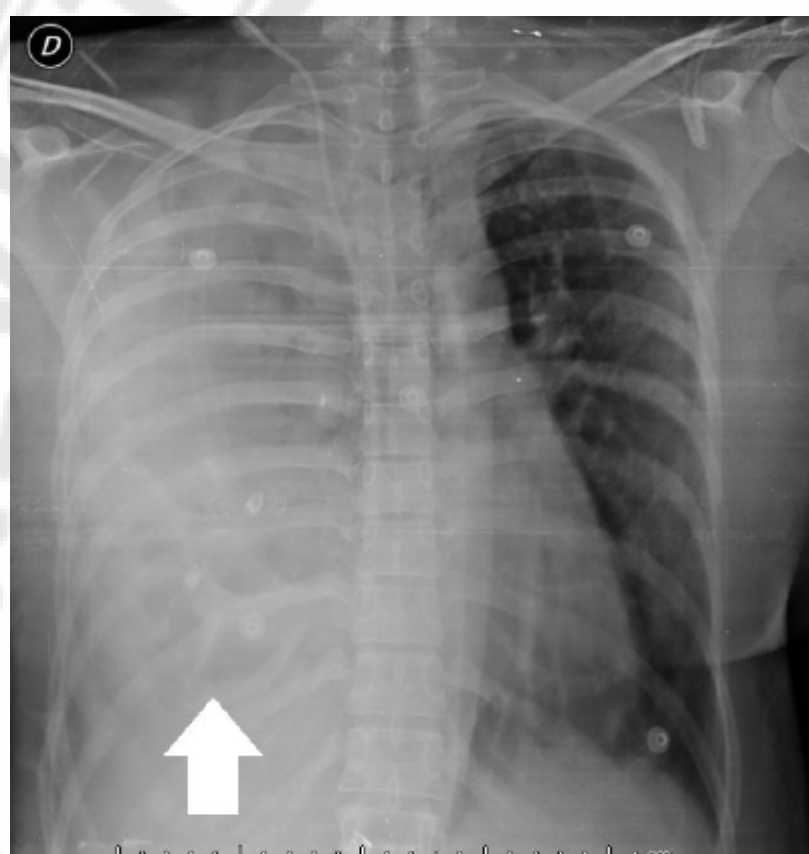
Radiografía de tórax: se observa derrame pleural en hemitórax derecho (flecha).
